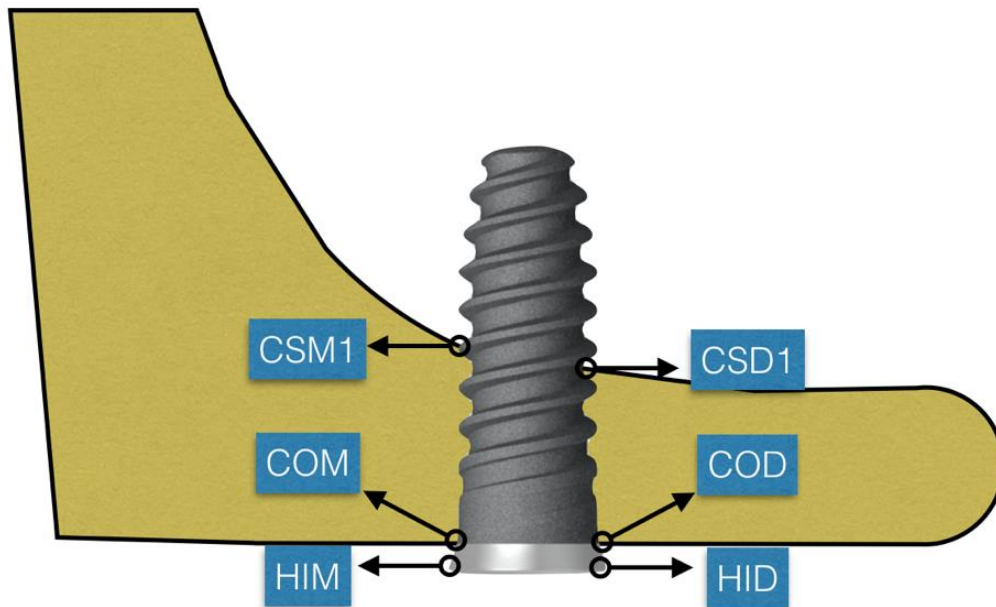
Puntos de referencias, desde donde se forman las variables posteriormente analizadas, tomados en la radiografía panorámica realizada tras la colocación del implante.
